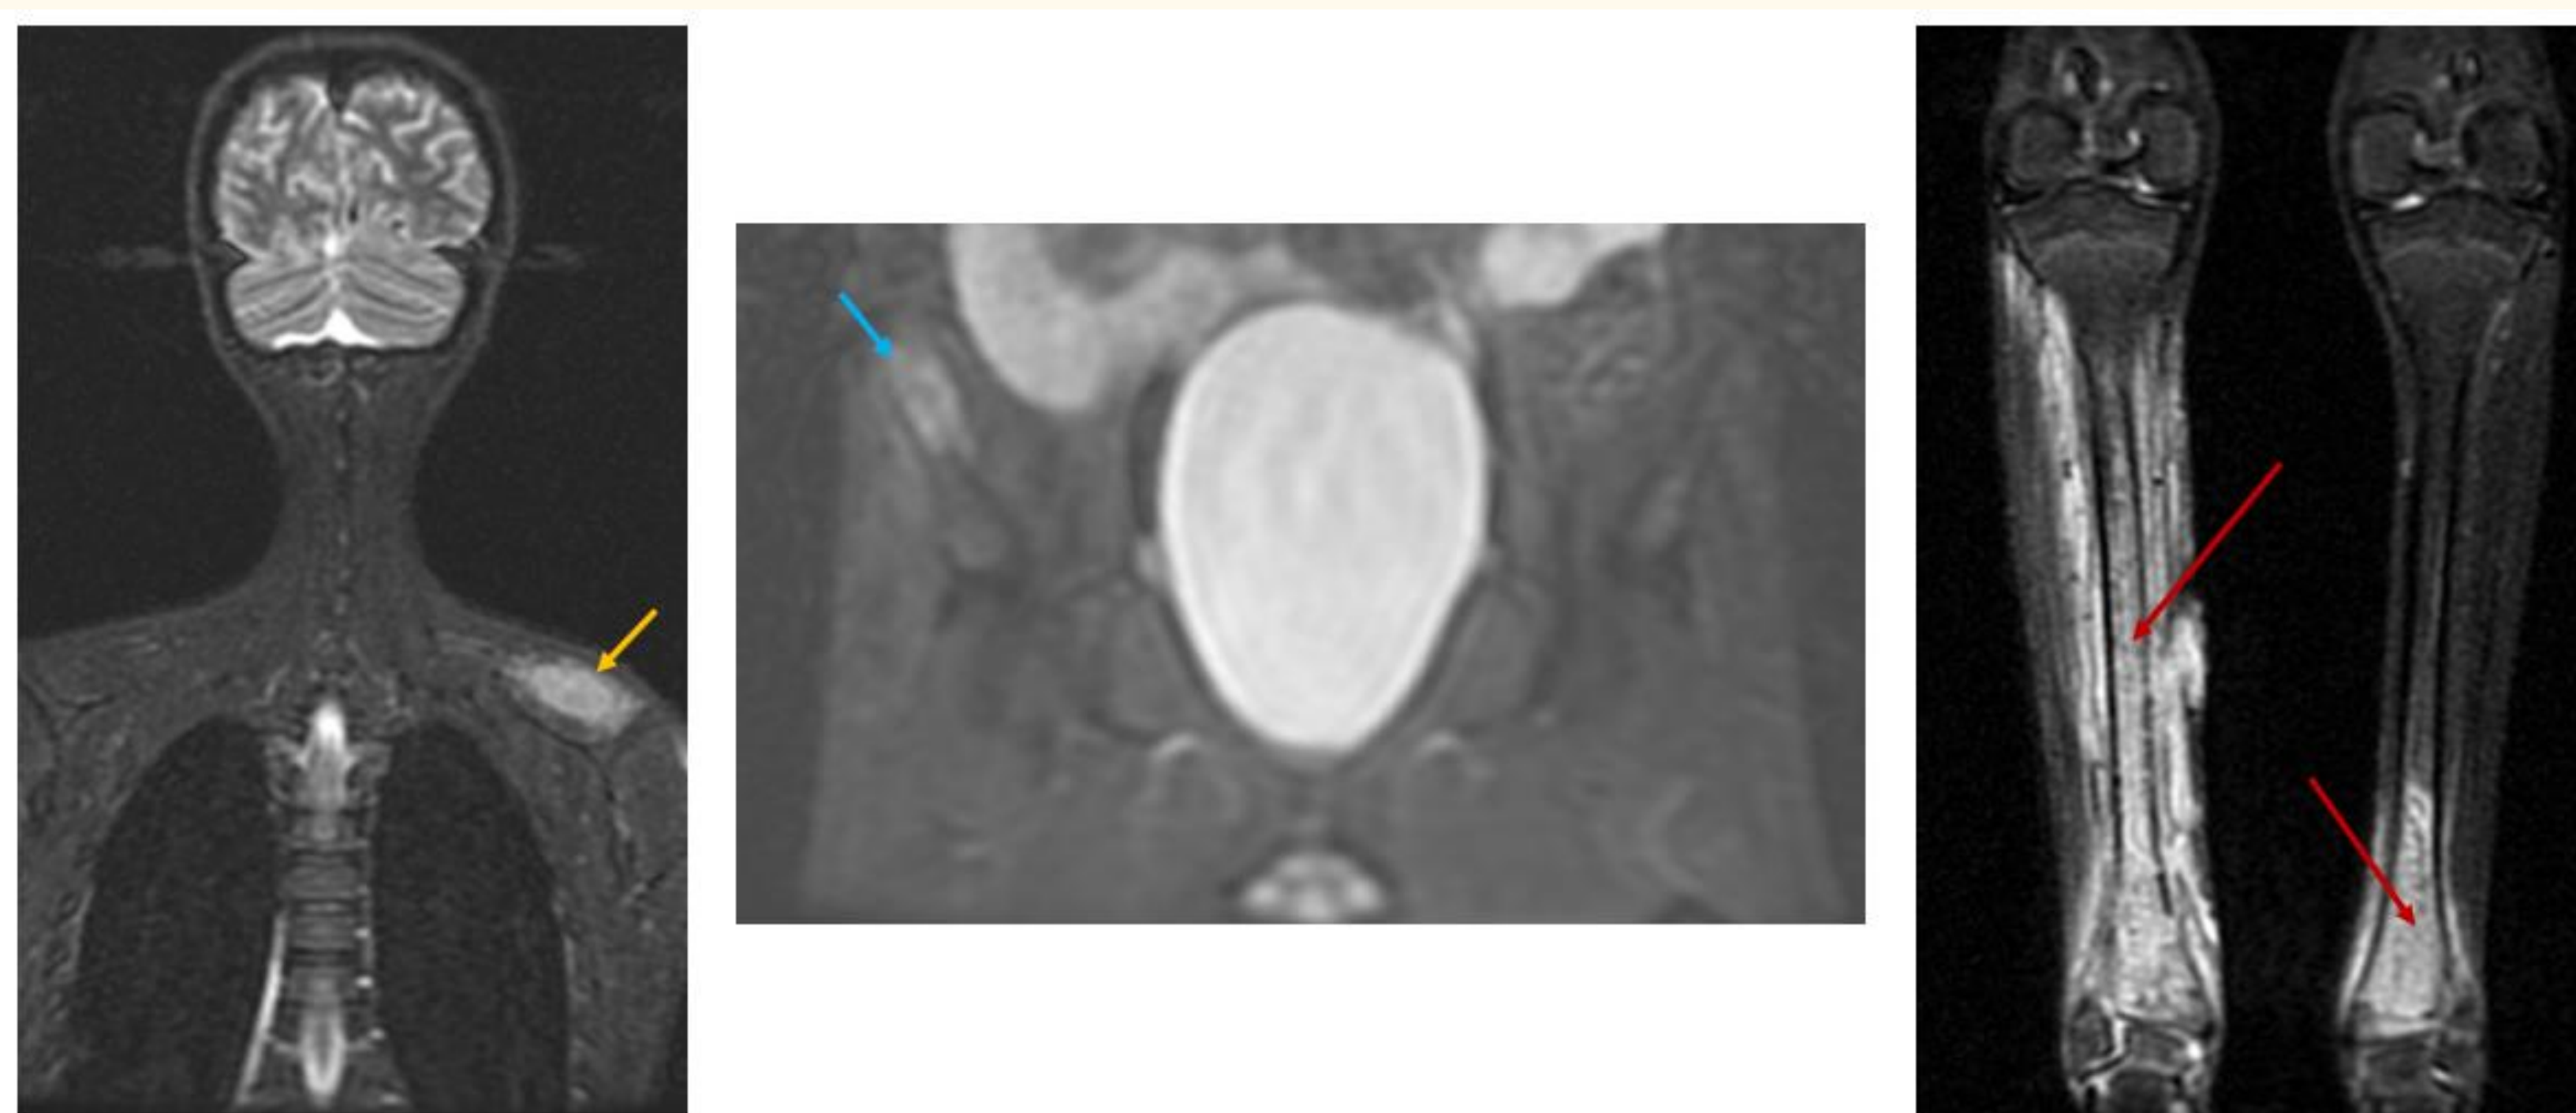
RM corporal total
